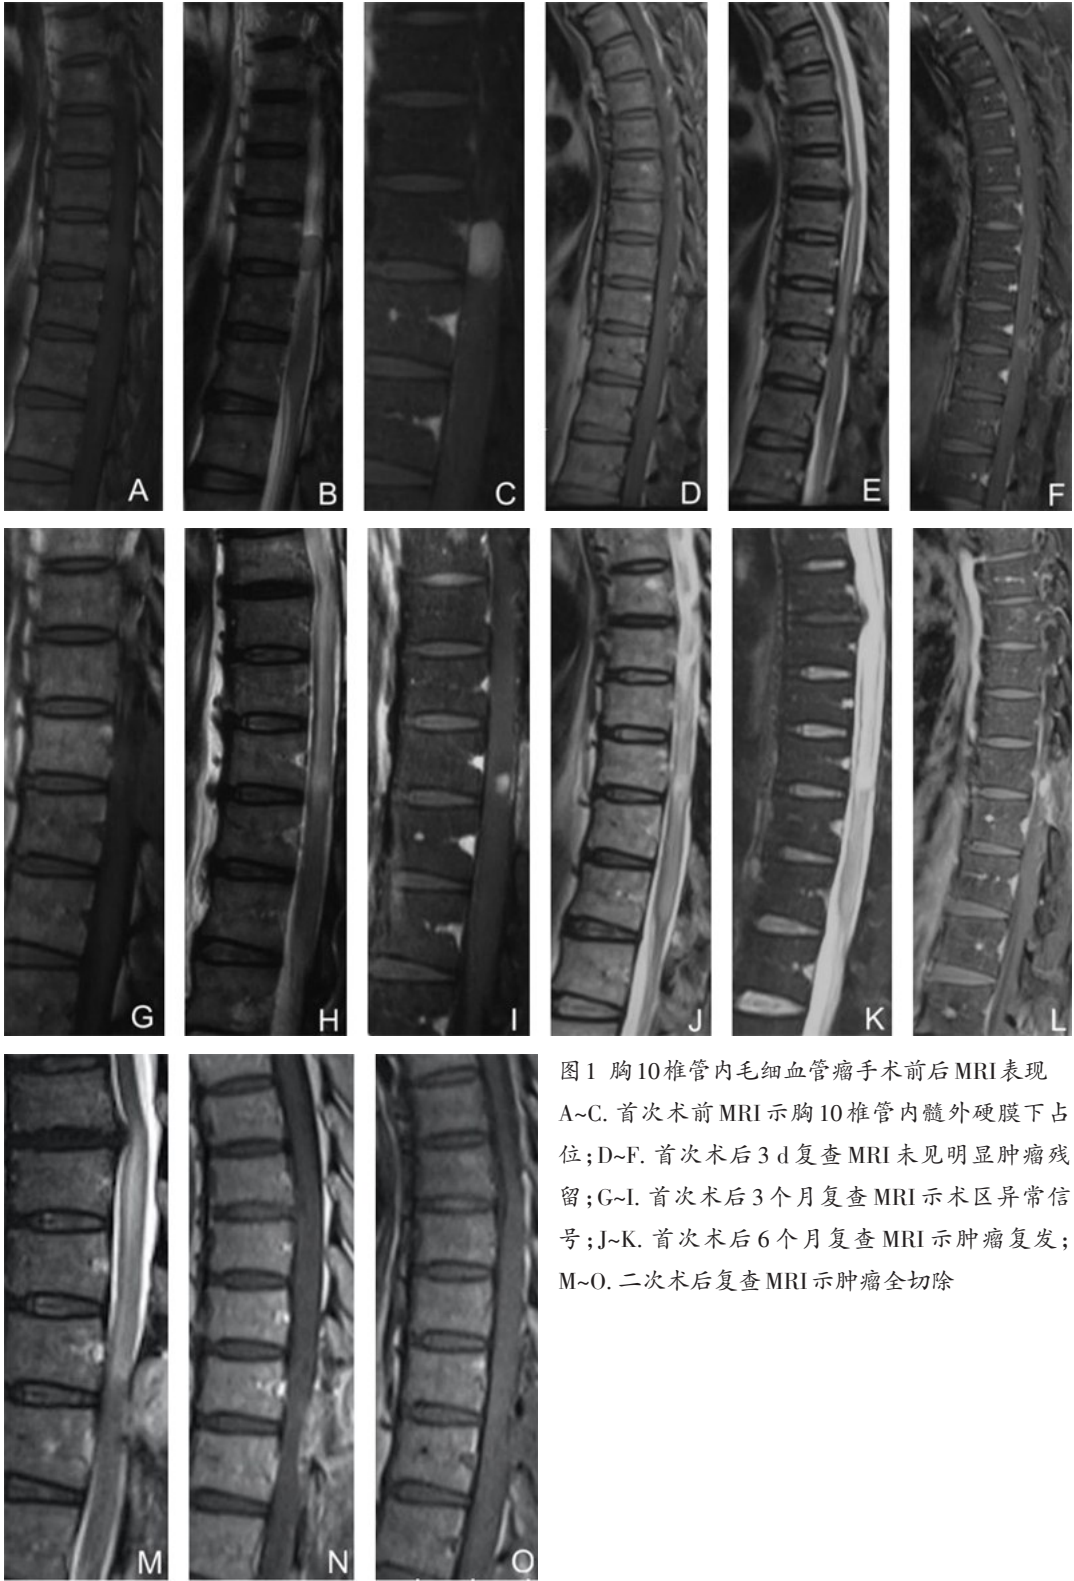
胸 10 椎管内毛细血管瘤手术前后 MRI 表现
